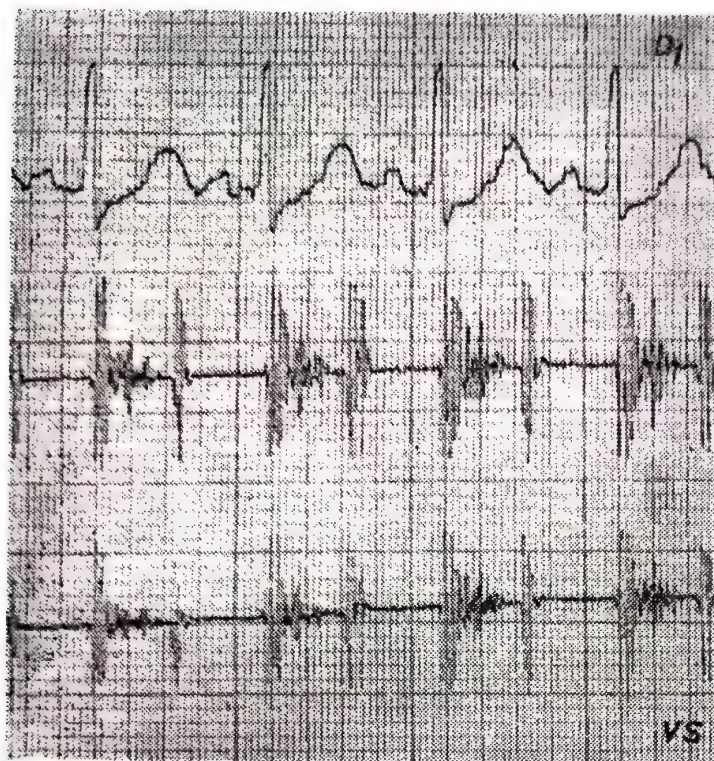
F.C.G. în spațiul 4 intercostal sting pe linia parasternală și E.C.G. la D<sub>1</sub>, înregistrate unei bolnave în vîrstă de 31 ani cu dg. hipertiroidism. Bolnava avea tahicardie sinusală (120/min.) suflu sistolic de gradul 3 mezocardiac, TA = 150–90 mmHg. E.C.G. = normală, Rx. = normală, F.C.G. = localizează acest suflu anorganic în protosistolă.
